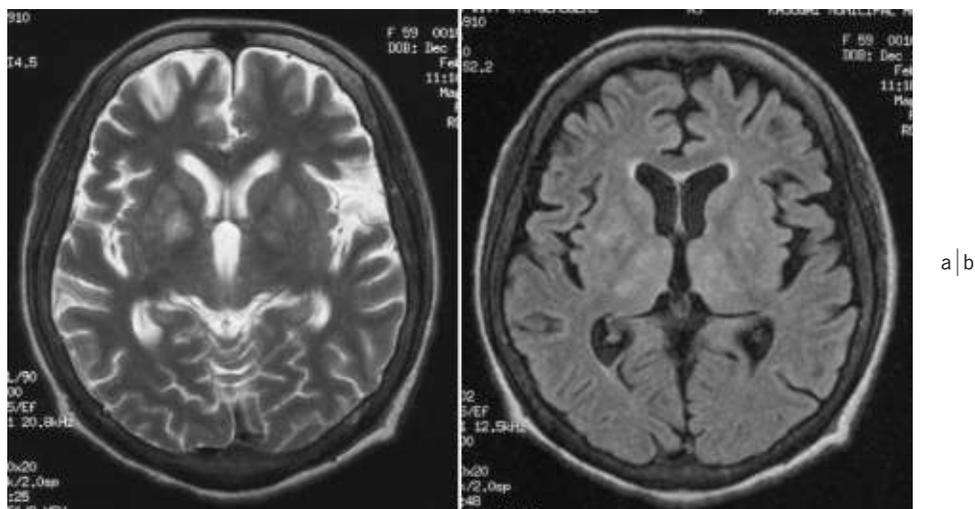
Head MRI demonstrating an abnormal multiple high intensity lesion in the bilateral thalamus and basal ganglia
